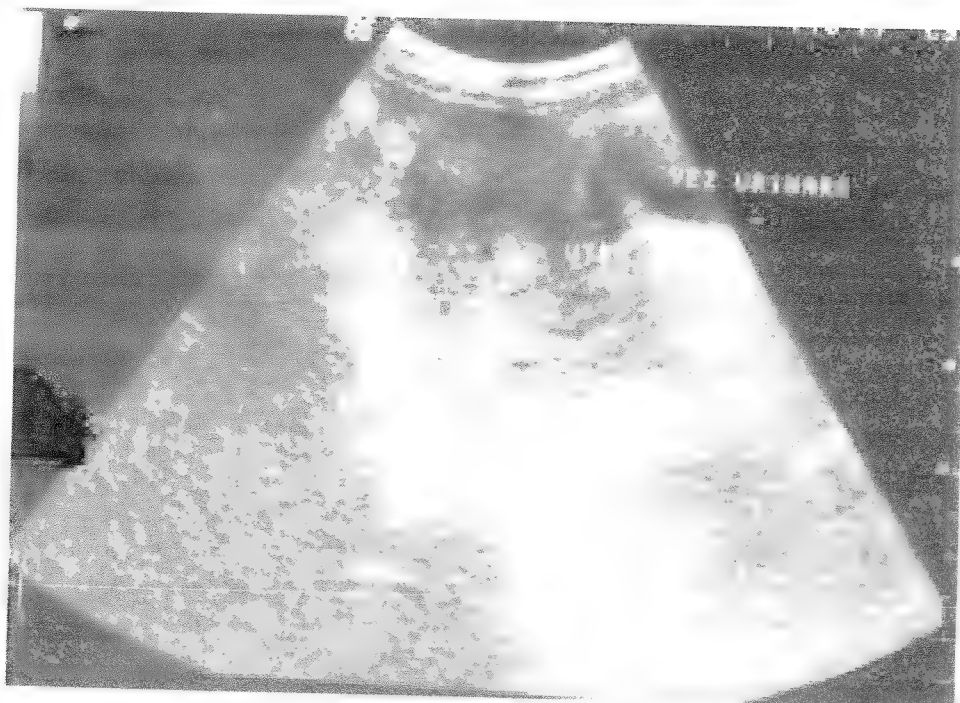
Ecografia rapidă în traumă.
